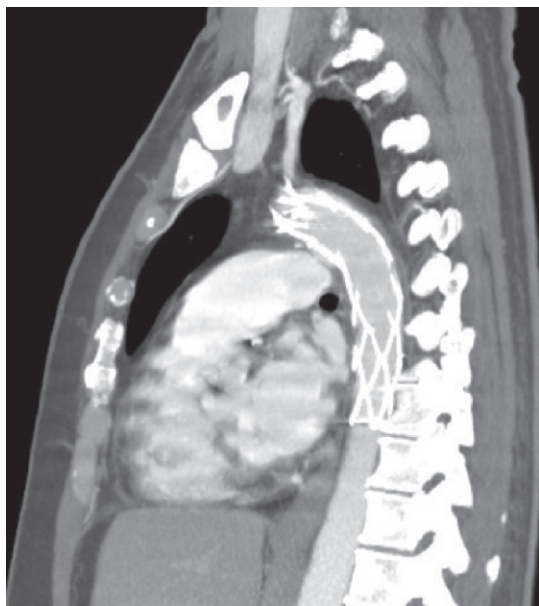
Angiotomografía de control realizada 30 días después del tratamiento.
